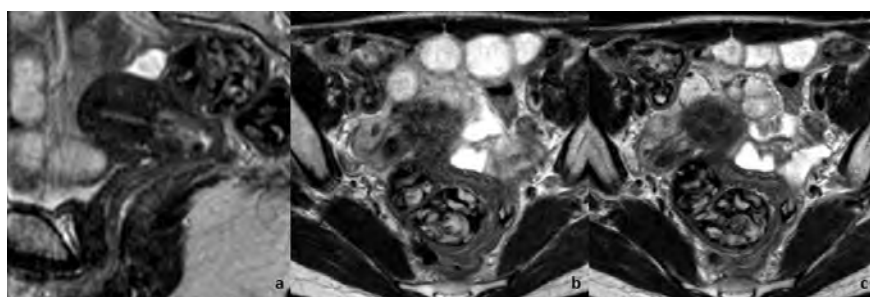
Mulher de 32 anos com carcinoma do colo do útero estágio IIB. Estão representadas sequências ponderadas em T2 no plano sagital (a) e axial (b) e (c) da RM pélvica de estadiamento. O tumor é facilmente visível na imagem (a). As imagens no plano axial foram adquiridas antes (b) e após a administração de Buscopan® (c) e ilustram a menor qualidade diagnóstica na ausência de antiespasmódicos. Na imagem (c), a administração de Buscopan® diminuiu consideravelmente os artefactos relacionados com o peristaltismo intestinal, permitindo uma melhor definição dos contornos das estruturas visualizadas.
